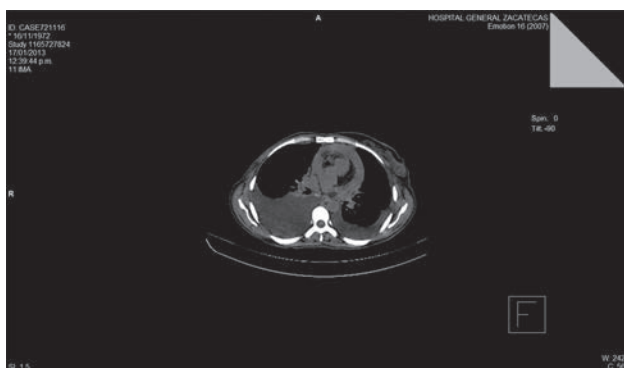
TAC y ECOTT reportan derrame pleural y pericárdico y segundo primario en la mama contralateral. La paciente no ha requerido tratamiento quirúrgico en pericardio.
